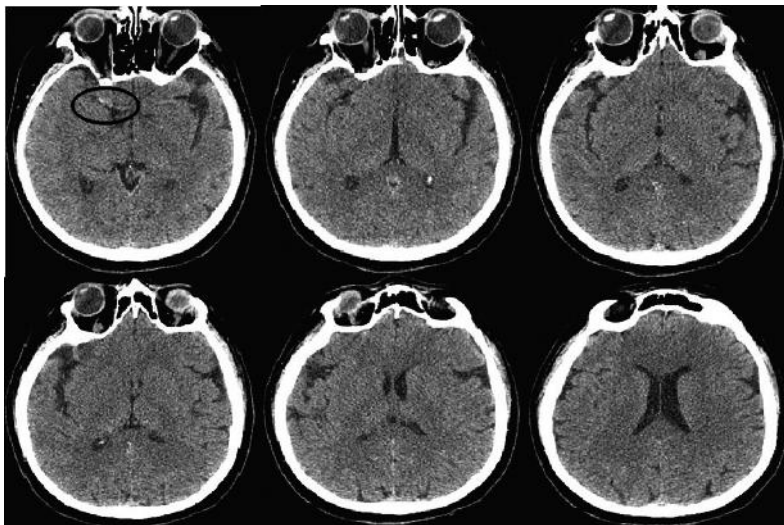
М1-сегмент правой средней мозговой артерии гиперденсен за счет наличия тромбоза в ее просвете (выделен овалом). Один из ранних указующих КТ-признаков при остром ишемическом инсульте
